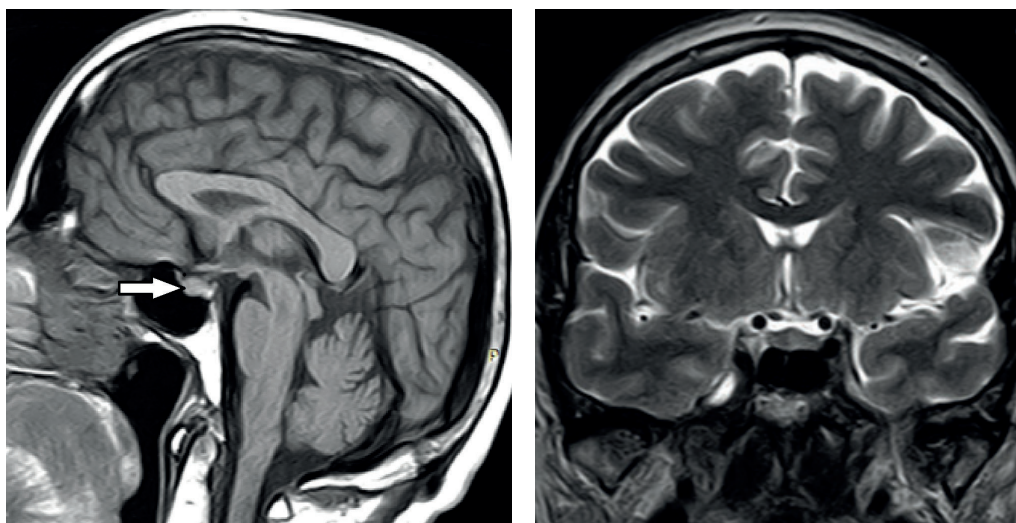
Візуалізація мікроаденоми гіпофіза за допомогою магнітно-резонансної томографії: стрілка вказує на ділянку сферичної форми в проекції аденогіпофіза.
